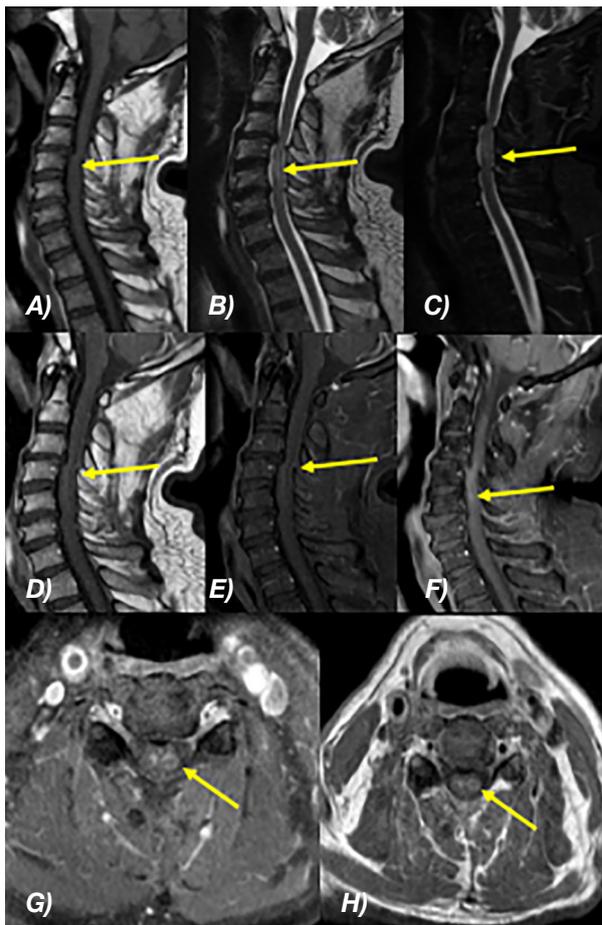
RM simple y contrastada de columna cervical: A) T1 sagital. B) T2 sagital. C) STIR sagital. A, B y C secuencias simples, con evidencia de importante reducción del edema medular que se extiende desde C3 a C5. En las figuras D, E, F, G y H se pueden observar las secuencias contrastadas, evidenciando que la captación del medio de contraste es más tenue, en relación al estudio previo, sin cambios en el volumen de la lesión. Las características degenerativas de la columna se mantienen, así como las áreas de compresión al cordón medular. Fuente: Servicio de Imagen. Hospital de las Fuerzas Armadas.
